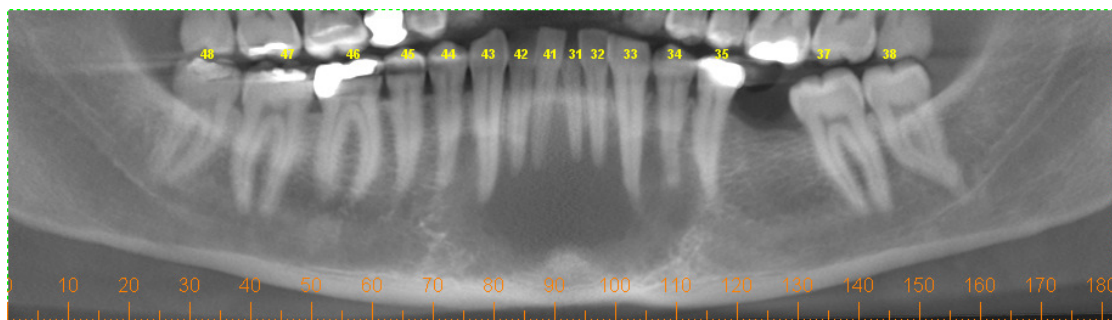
Corte panorâmico em Tomografia Computadorizada tipo Cone-Bean.
